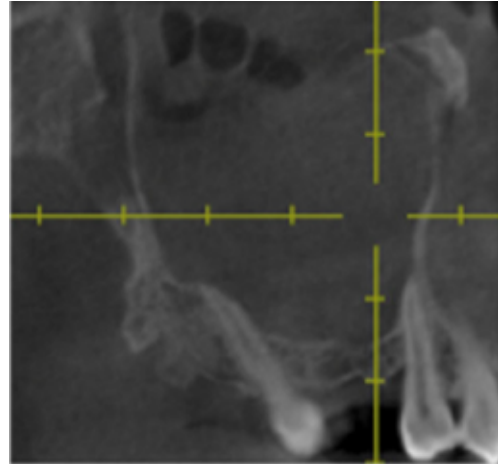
Corte coronal de TC detalhando um caso de sinusite, onde há opacificação total do seio maxilar com presença de níveis hidro-aéreos. Fonte: Ritter, 2011.
